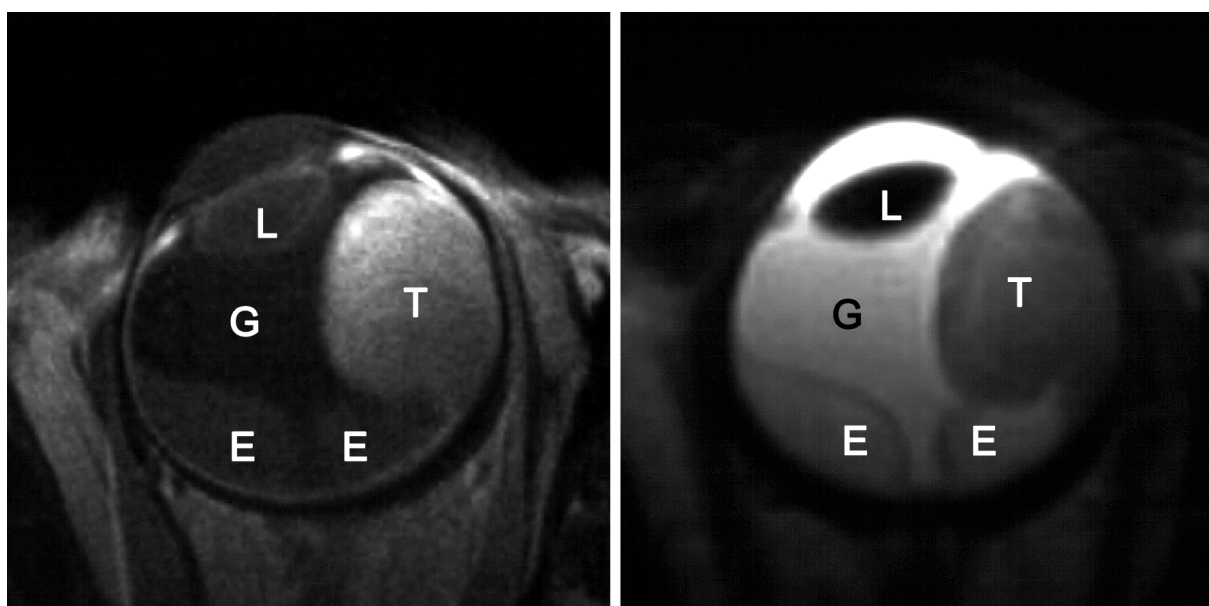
Pilzförmiges Aderhautmelanom (rechtes Auge), links MRT-Schicht T1-gewichtet, rechts MRT-Schicht T2-gewichtet (T=Melanom, G=Glaskörper, E=subretinale Effusion, L=künstliche Linse)
